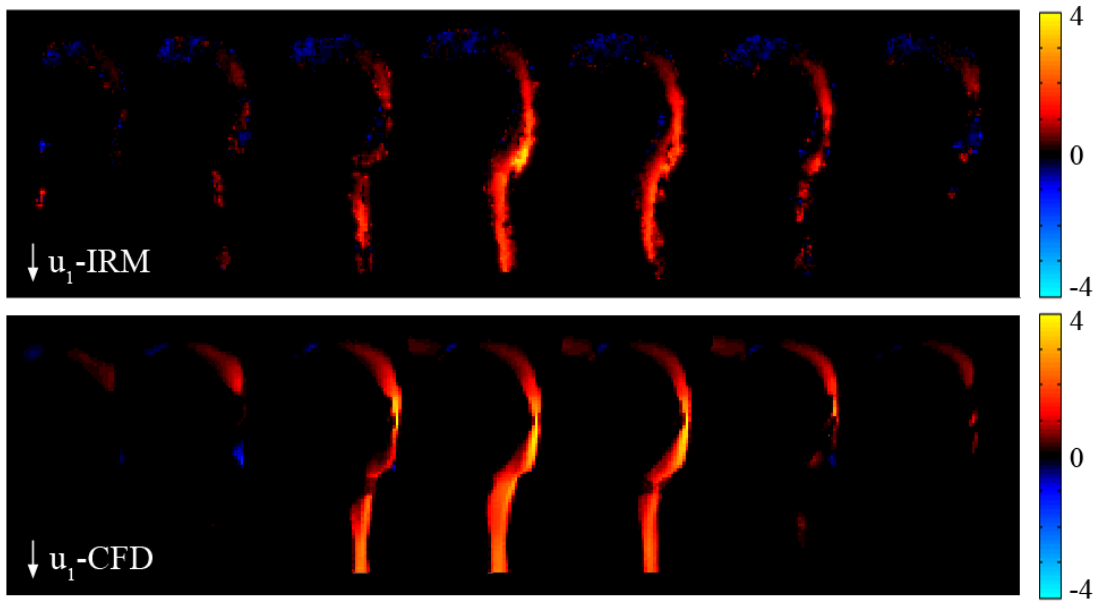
Cartes de vitesse u_1 , selon l'axe de la trachée, (en $\text{m}\cdot\text{s}^{-1}$) mesurées par IRM de l'hélium-3 hyperpolarisé (haut) et calculées par CFD (bas).
